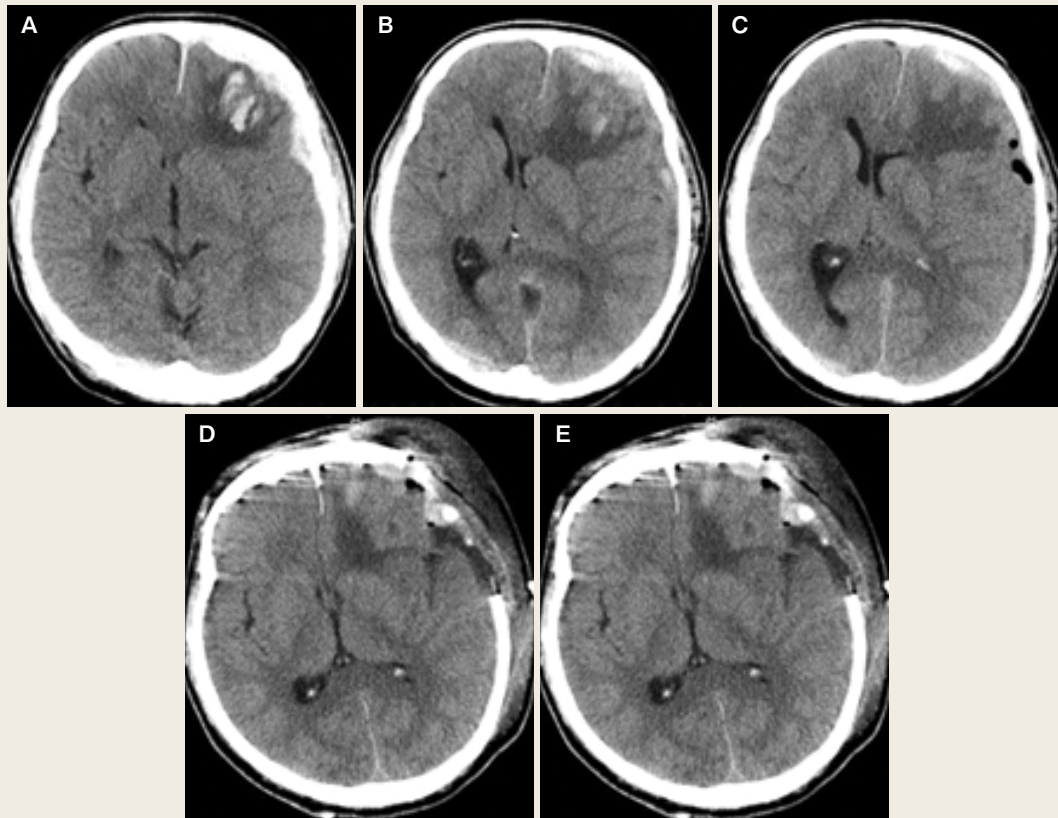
Chronological changes on head CT in Patient 2
